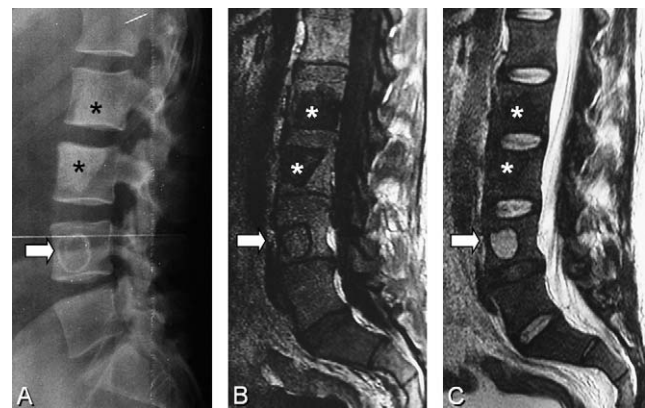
Radiografía simple, proyección lateral (A) y correlación con las imágenes de resonancia magnética sagitales FSE T1 (B) y T2 (C). Lesiones esclerosas en la radiografía e hipointensas en ambas secuencias de imagen en L2 y L3 (*). Adicionalmente se identifica otra lesión en L4 “en diana” (flecha), con radiolucencia central y esclerosis periférica, visible como una imagen de elevada intensidad central en T2.
